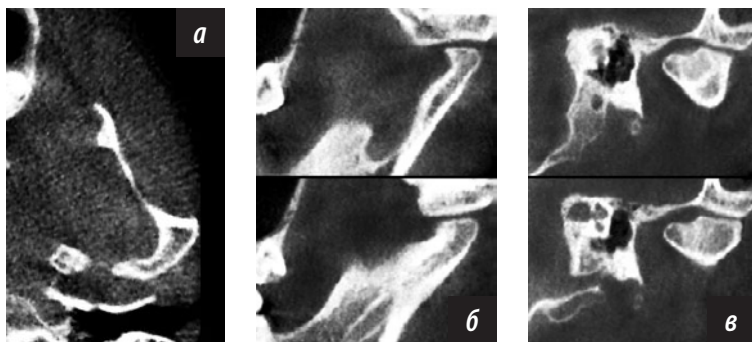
Конусно-лучевые компьютерные томограммы ВНЧС слева в аксиальной (а), боковой (б) и прямой (в) проекциях: выраженная деформация головки нижней челюсти и нижнечелюстной ямки височной кости при артрозе
